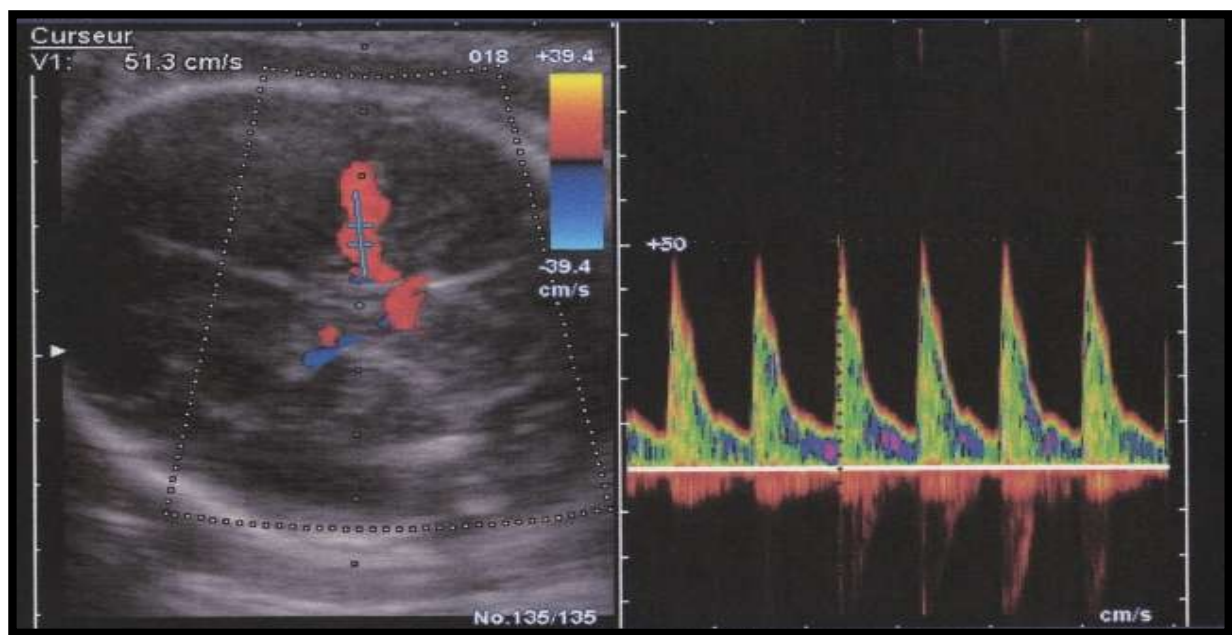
Mesure du pic systolique de vitesse dans l'artère cérébrale moyenne fœtale par Echographie-Doppler(42)
